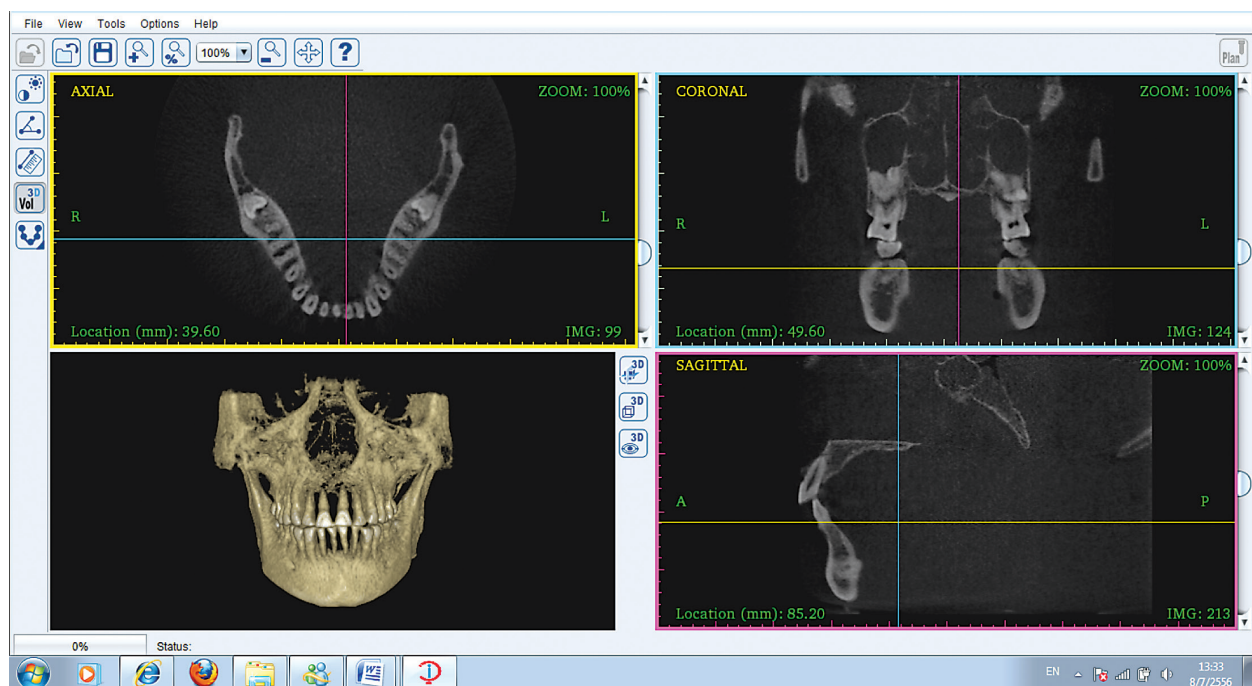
Shows DentiScan®, the first CBCT scanner manufactured in Thailand
